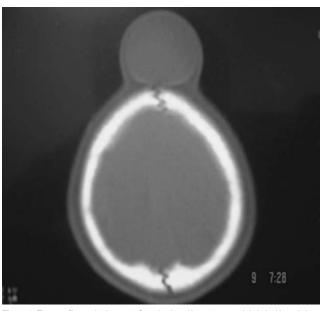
Tomografía cerebral que confirma la situación extracraneal de la lesión quística.
